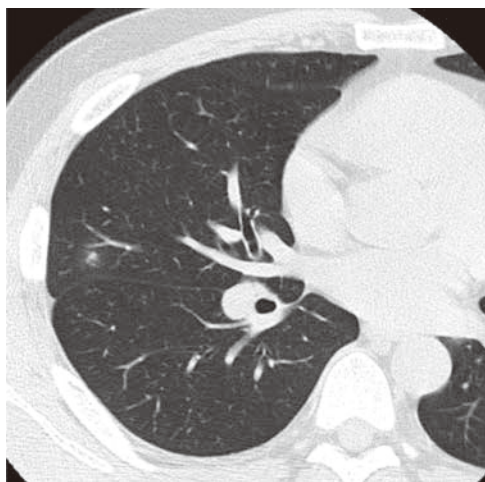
High-resolution chest CT scan of case 1 on admission showed small nodule surrounded by ground-glass opacity in the right S4.
